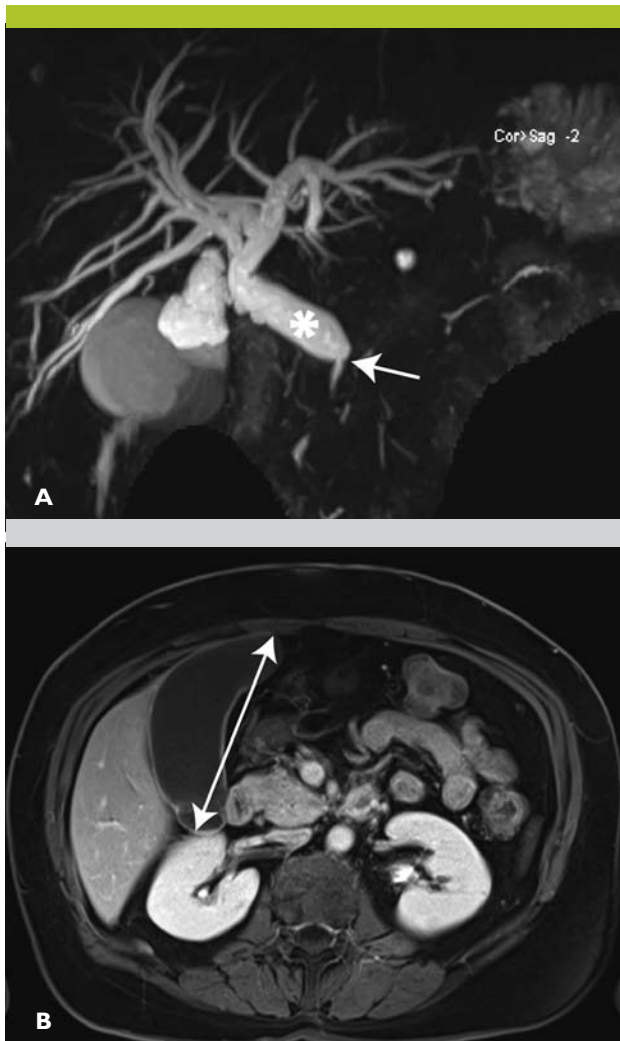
Cholangio-IRM correspondant au cas de notre vignette clinique
